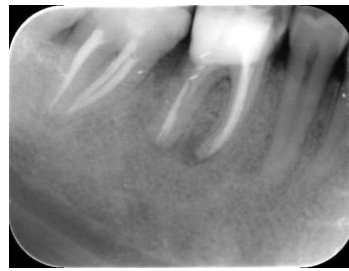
Olgu 2'nin, başlangıç panoramik röntgen görüntüsü
